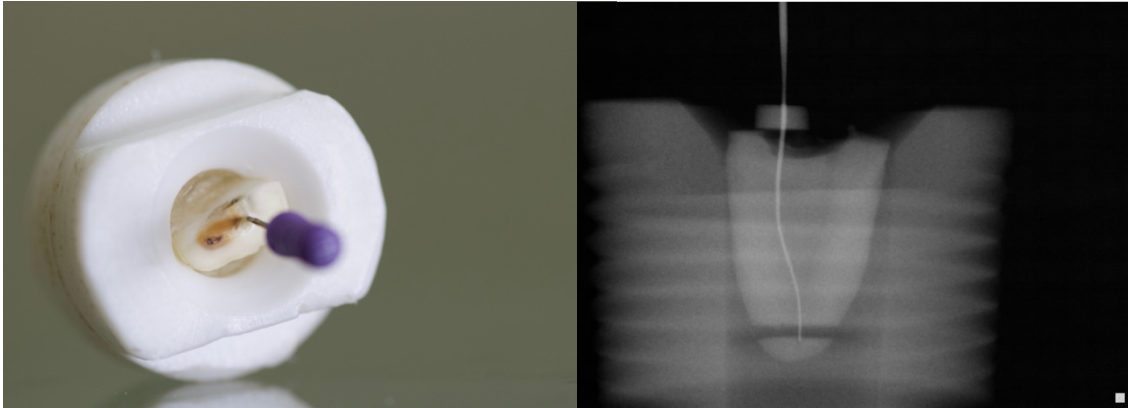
Raíz mesiobucal dentro del dispositivo con la primera lima para la instrumentación, la radiografía revela el instrumento en ambos segmentos.
